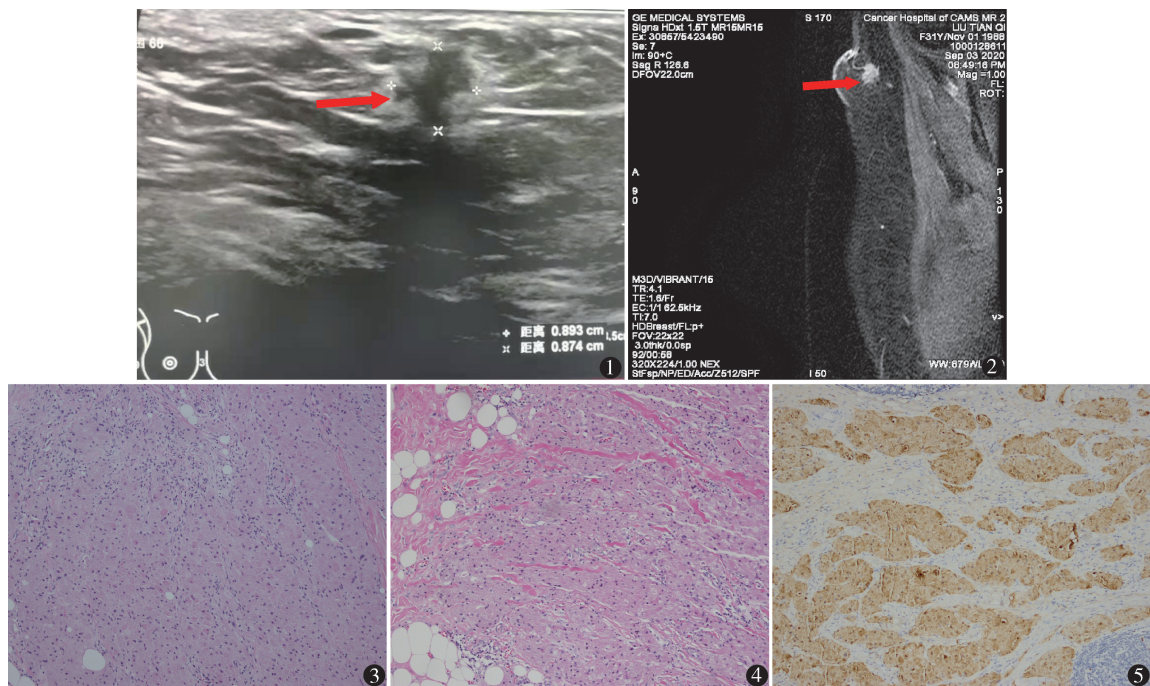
乳腺超声:右侧腋窝低回声结节,约 0.9 cm × 0.9 cm,形态不规则,界不清,其内未见钙化,结节后方回声衰减,结节边缘及内部未见明确血流信号,右腋窝结节,BI-RADS 4b - c,副乳来源?
